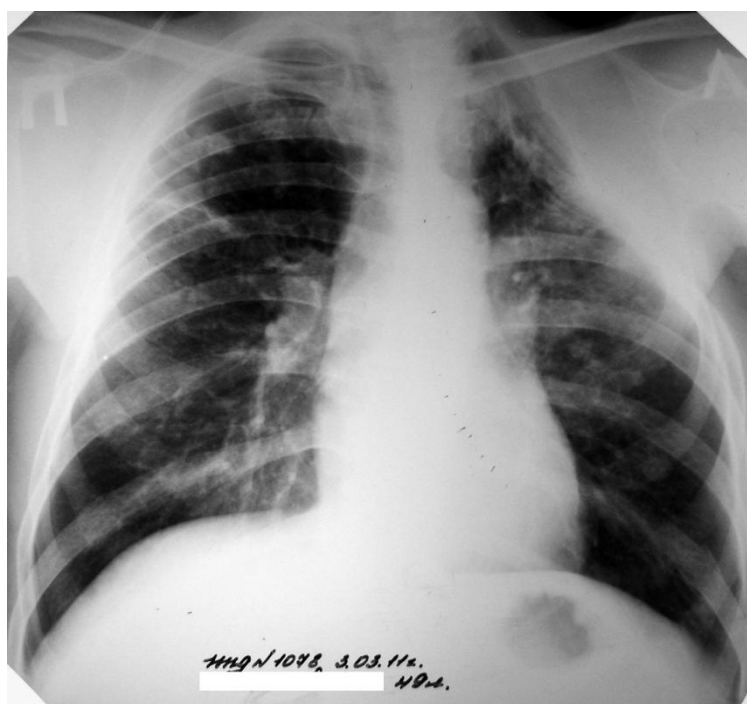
Обзорная рентгенограмма больного М. через 1 год и 7 мес. после операции. Слева в верхней доле фиброзно-цирротические изменения, каверна не определяется.
